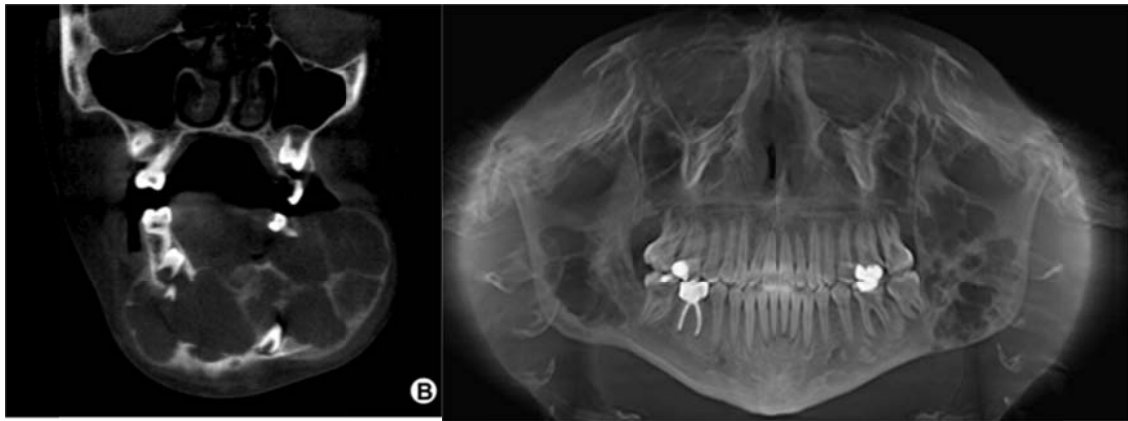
CBCT montrant les lésions polyloculaires (Pinheiro et al. 2013) (51)
